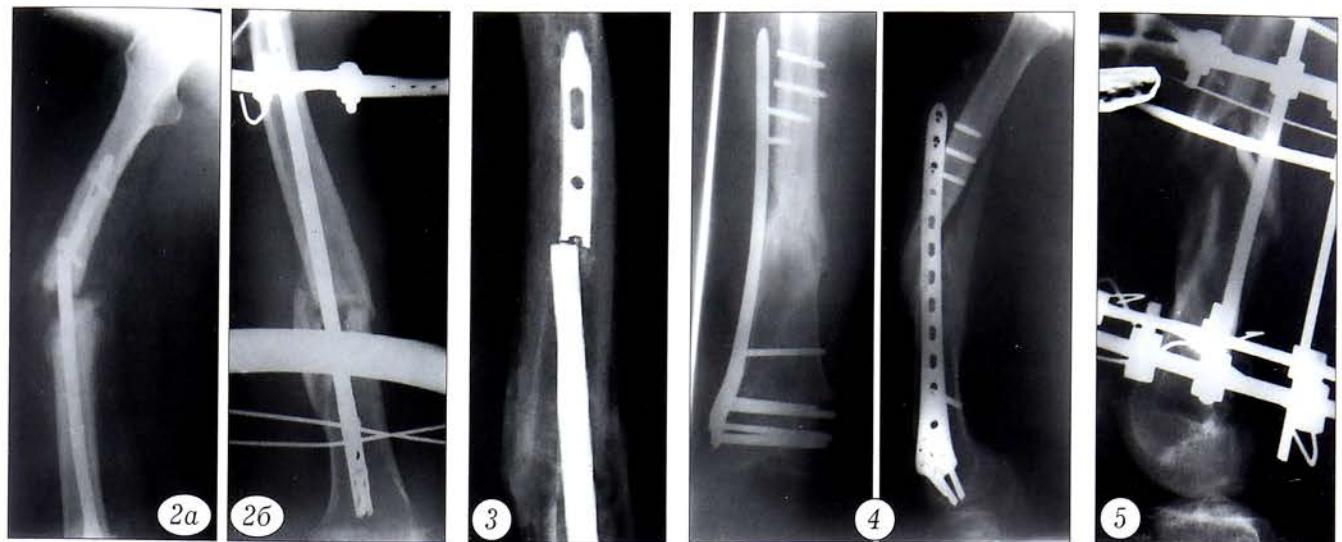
Рентгенограммы пациента с переломом штифта до (а) и после (б) наложения АНФ.
